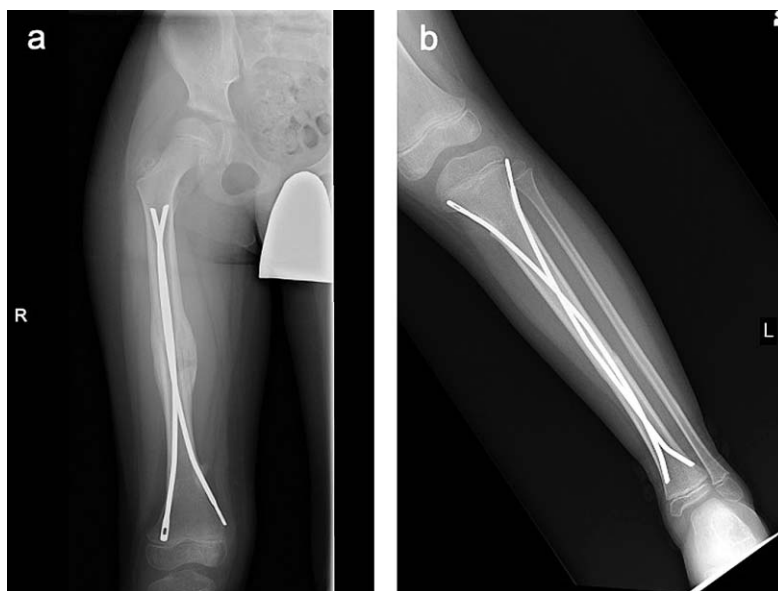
術後60日時点の単純X線写真（a：右大腿，b：左下腿）
